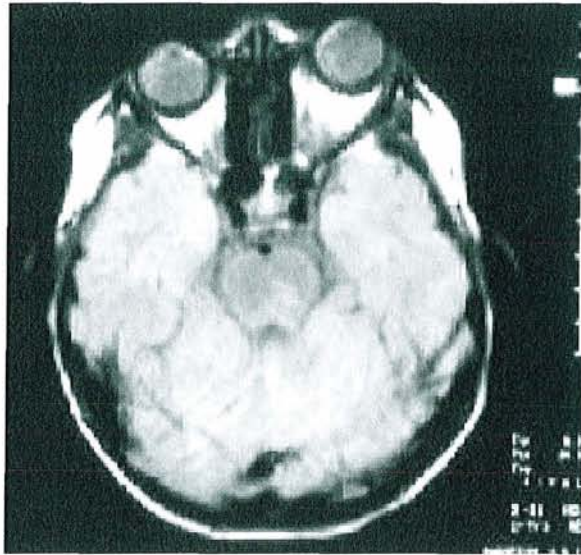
TDM après injection; Gliome du nerf optique gauche et exophtalmie.
